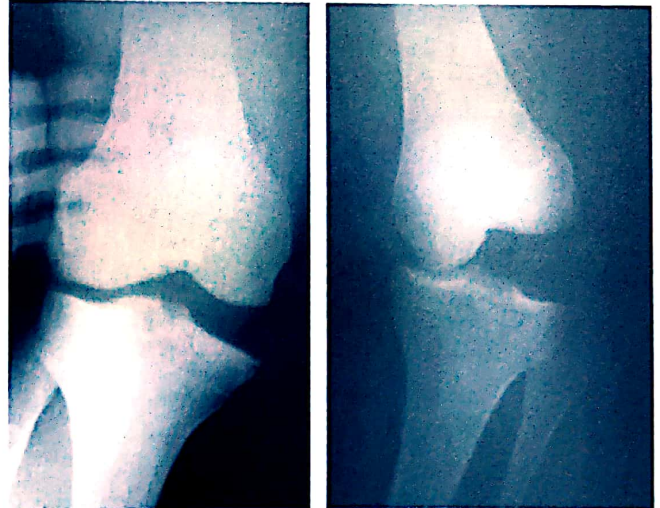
Radiografii genunchi față în poziție forțată-menținută
